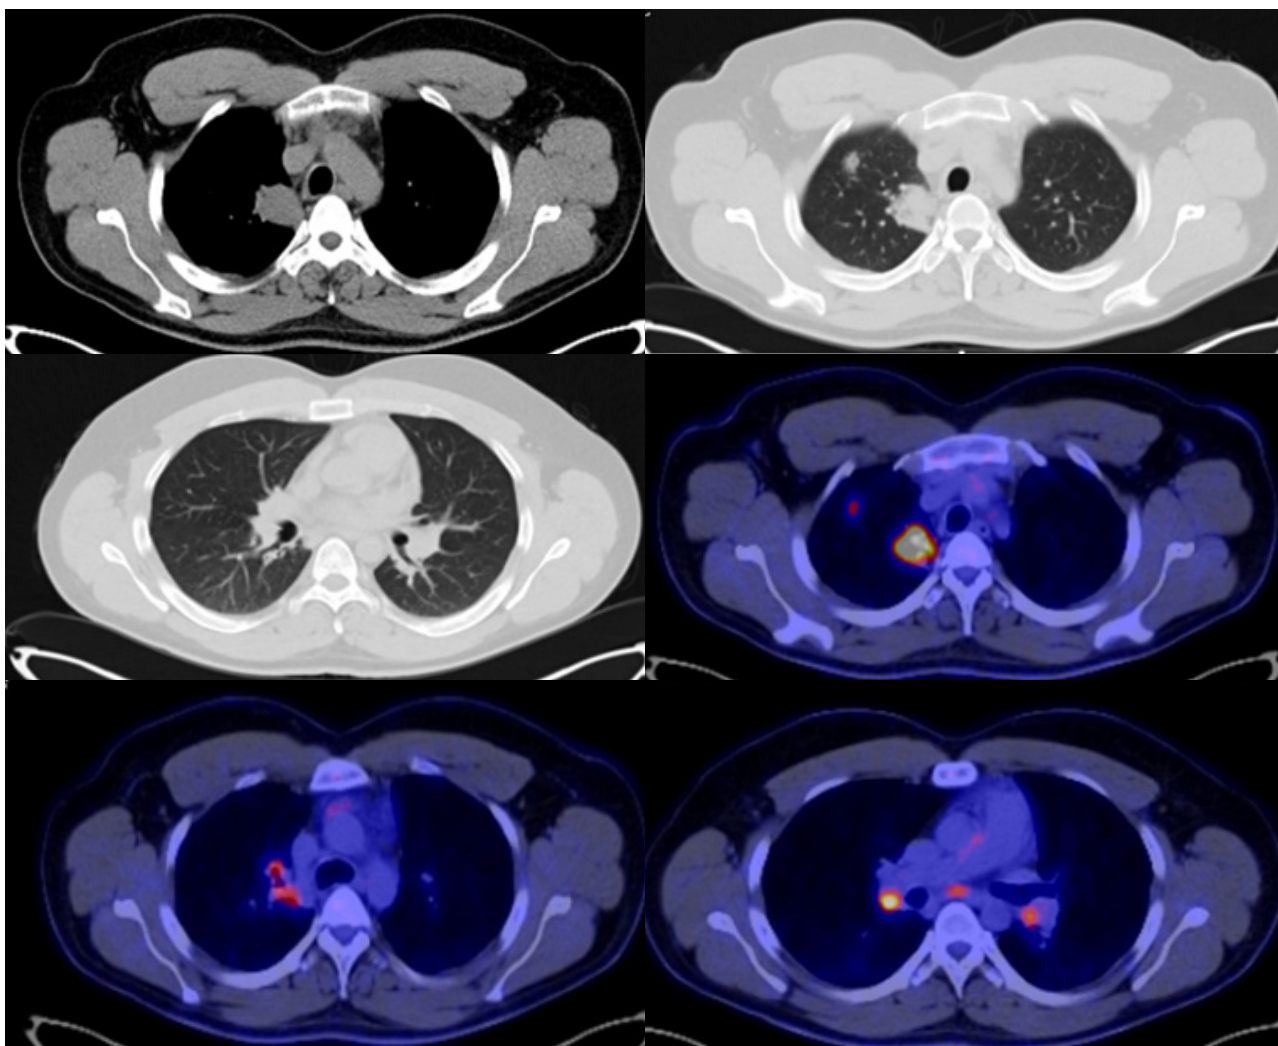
A-G. PET CT mayo 2023. Lesión de mayor tamaño hacia la región parahiliar derecha con SUV máximo de 21.99 (antes 17.75); sin embargo, con un volumen metabólico tumoral de 12 cm³ (antes de 32 cm³), representado ahora por una masa parahiliar pulmonar que mide 3.4 cm (antes 2.2) y otros ganglios en hilos y mediastino no mayores de 15 mm. Aparece una imagen nodular en segmento anterior del lóbulo superior derecho con SUV máximo de 3.6 con vidrio esmerilado de 11 mm. En PET hay una reducción del 65 % del volumen metabólico total.
